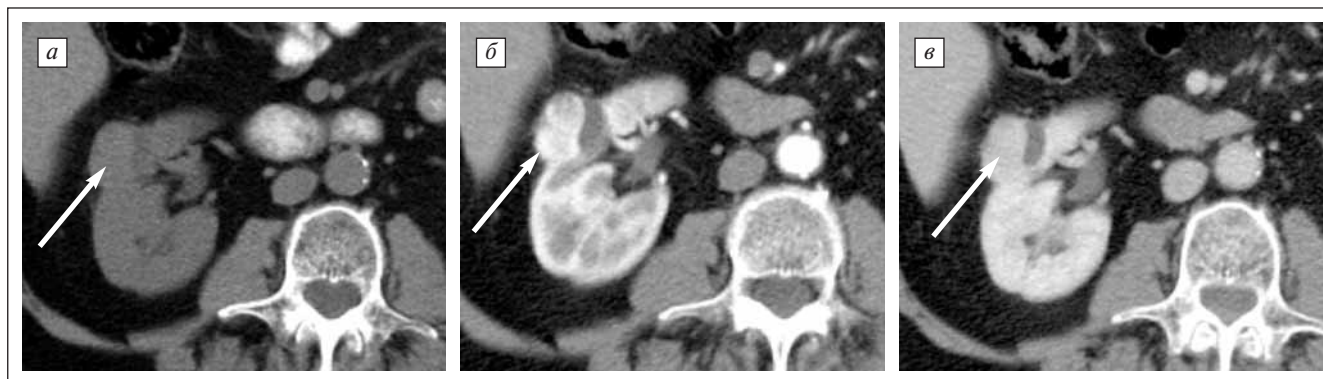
Компьютерно-томографическая картина светлоклеточного рака почки: а — нативная фаза. Опухоль деформирует наружный контур почки, показатель денсивности в участке опухоли, отмеченном стрелкой, составляет 36 ед. НУ; б — артериальная фаза. Значительное накопление контрастного препарата в опухоли. Денсивность участка опухоли (стрелка) составляет 223 ед. НУ; в — паренхиматозная фаза. Снижение денситометрических показателей отмеченного участка до 104 ед. НУ
